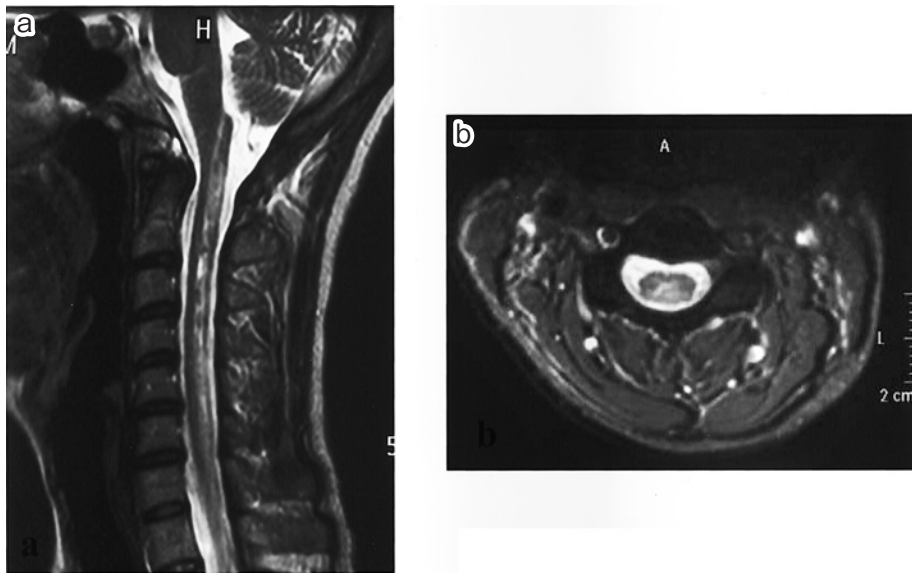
Sagittal (a) (TR=3,500msec, TE=120msec) and axial (b) (TR=760msec, TE=15.0msec) spinal MRI with T₂ weighted image. Follow-up MRI after treatment with intravenous corticosteroid revealed decreased intramedullary hyperintensity and improved spinal cord swelling.
